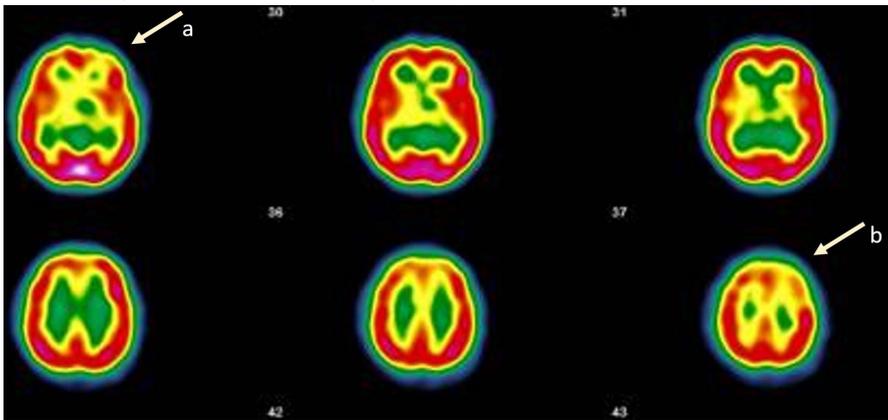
Cas n° 1 Mme B. ; 27/07/21 Sur les clichés réalisés, on objective une hypofixation frontale gauche (a), fronto-pariétale gauche (b) et thalamique gauche. La fixation en regard du cervelet est correcte. Conclusion : Examen scintigraphique (ECD Tc-99m) compatible avec une pathologie cérébrale de type vasculaire avec troubles vasculaires plus nets fronto-pariétal gauche, frontal gauche et thalamique gauche. (Images et protocole : Drs Bouazza et Mahy, Hôpital de Vésale, ISPPC, Belgique)
